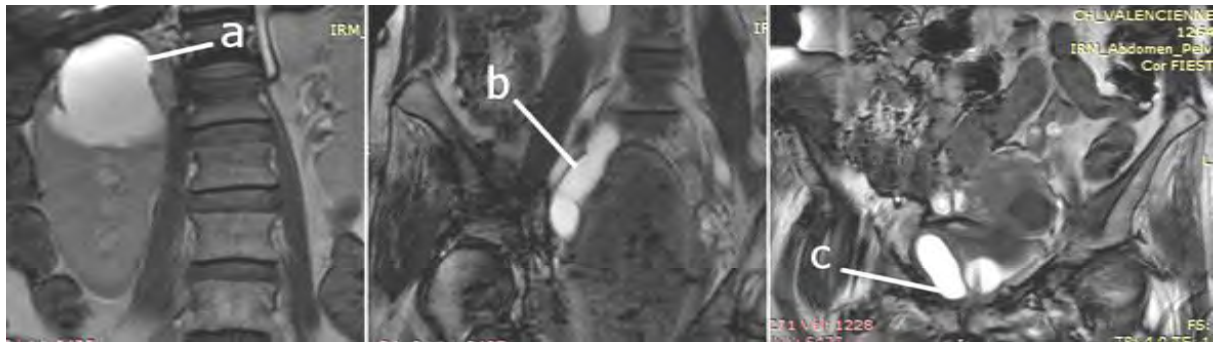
Uro IRM (Séquence Fiesta, coupes coronales) mettant en évidence la dilatation du pyélon supérieur droit (a) d'un uretère (b) présentant un abouchement ectopique au niveau du col vésical (c).
